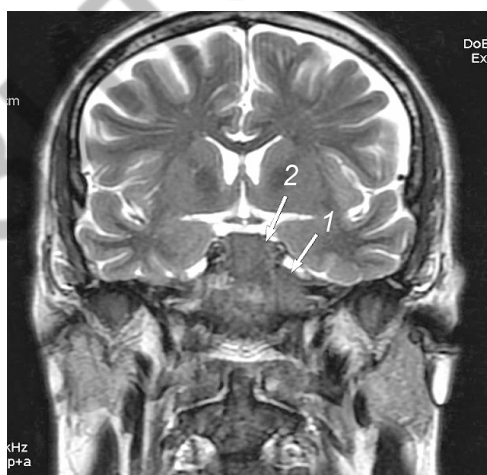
Данные МРТ-изображения деструкции с наличием плазмочитомы в области правого кавернозного синуса, области турецкого седла, затылочного бугра, малых крыльев
